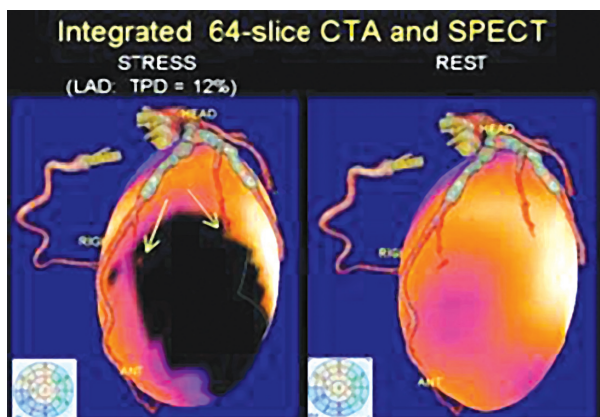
Angiografia CT tri-dimensională 64-slice fuzionat cu SPECT de perfuzie: zona ischemică (regiunea închisă la culoare, stânga) este alimentată de ramurile diagonale ale arterei coronare stângi descendente, și cuprinde 12% din miocardul ventricular. TPD - deficitul perfuzional total.
